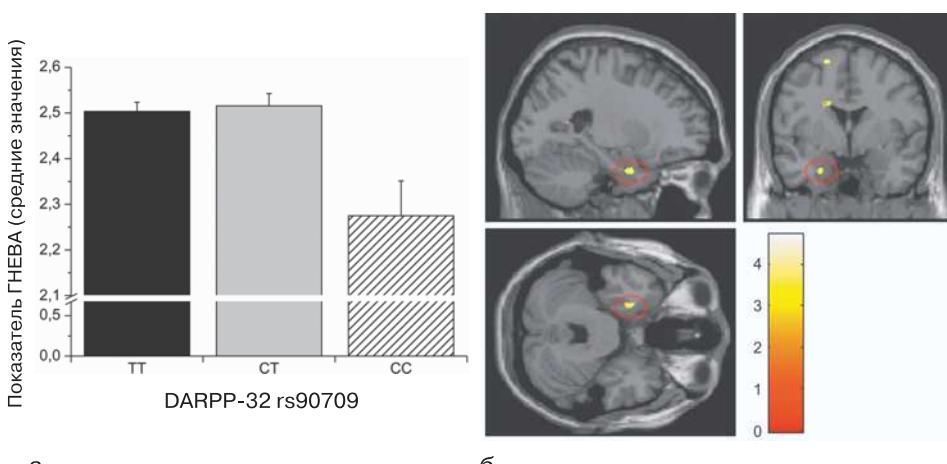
А.32. Гены, гнев и миндалина. (а) Самоотчет об уровне гнева (на шкале ГНЕВА) выше у мужчин с высоким уровнем ТТ и СТ-пар последовательностей гена DARPP-32, по сравнению с СС-последовательностью этого отрезка ДНК у тех же испытуемых. (б) На МРТ показано, что у этих испытуемых объем серого вещества (тел нервных клеток) к левой миндалине значительно ниже, чем в контрольной группе. (Источник: Reuter *et al.*, 2009.)
